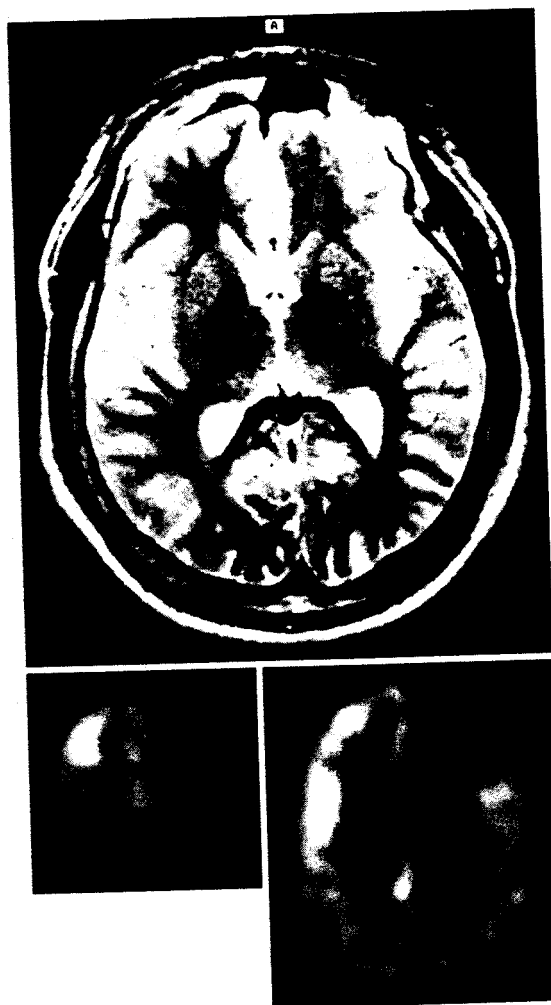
FDG-PET of the patient with cortical dysplasia on the left frontal lobe. Note subtle blurred demarcation of cortex-white matter junction on MRI and the left frontal hypometabolism on FDG-PET.
